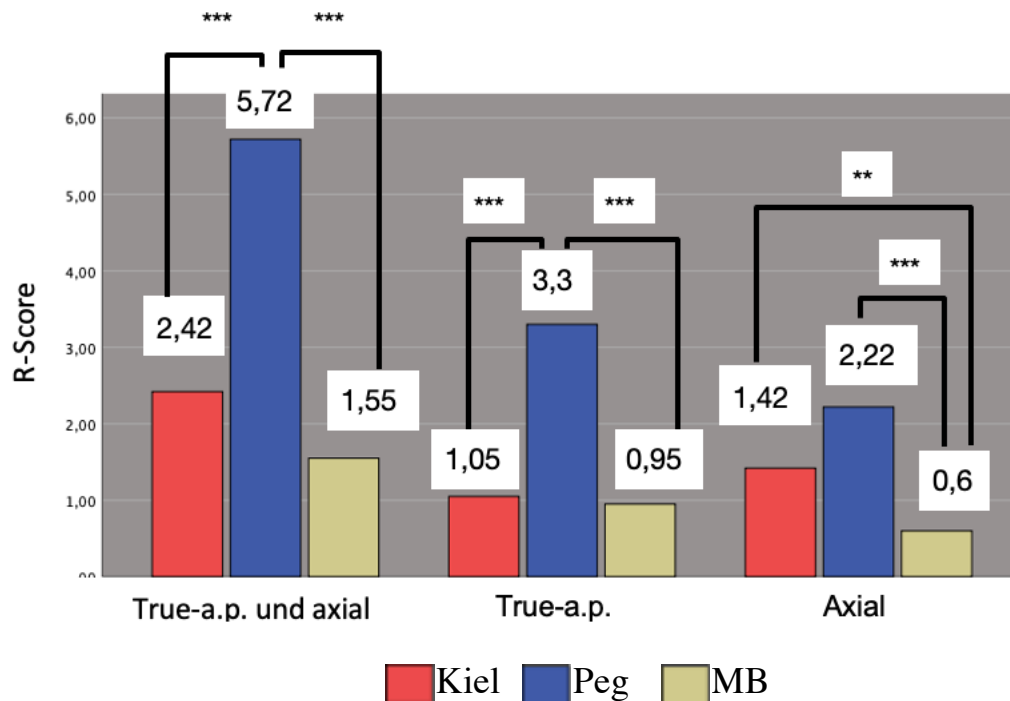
R-Score insgesamt und pro Röntgenaufnahme im Gruppenvergleich
